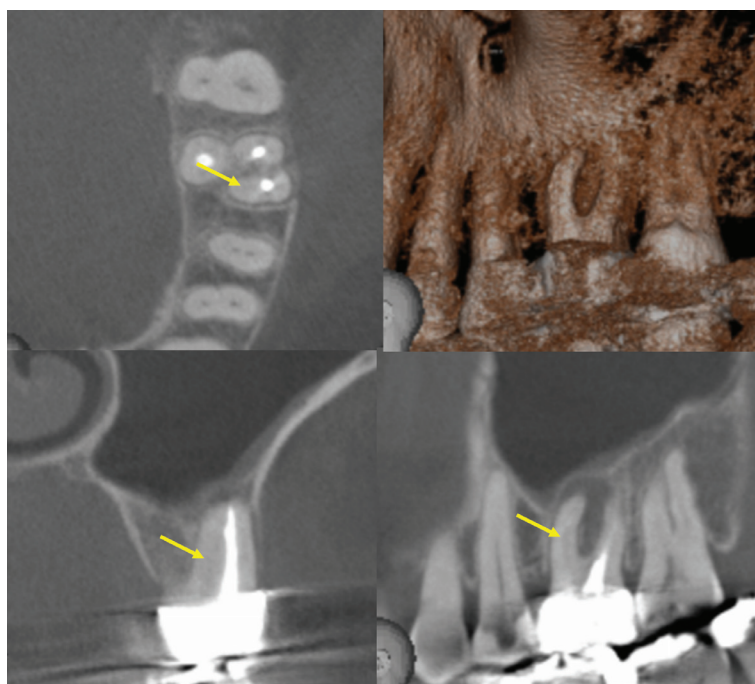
The CBCT image of the untreated second mesiobuccal canal of tooth 26 (arrows) located palatally to the mesiobuccal canal, resulting in an existing apical radiolucency.
